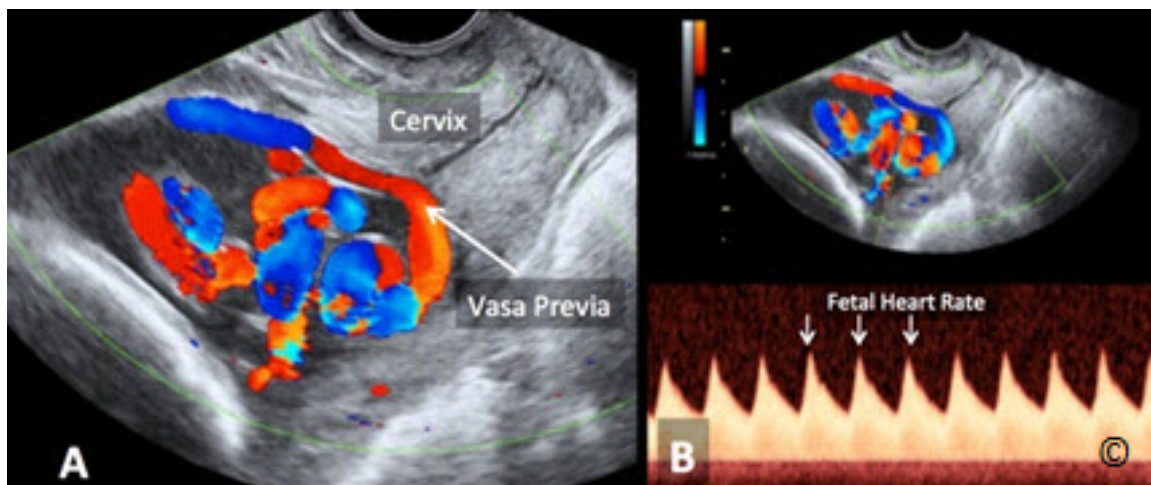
A y B: Ultrasonido transvaginal con color en el tercer trimestre (A) y Doppler pulsado (B) en un feto con vasa previa. Obsérvese que el Doppler con color (A) muestra un vaso sanguíneo cruzando sobre el cérvix (etiquetado como vasa previa) y el Doppler pulsado (B) documenta la frecuencia cardíaca fetal en el vaso. El cérvix está etiquetado en A.
